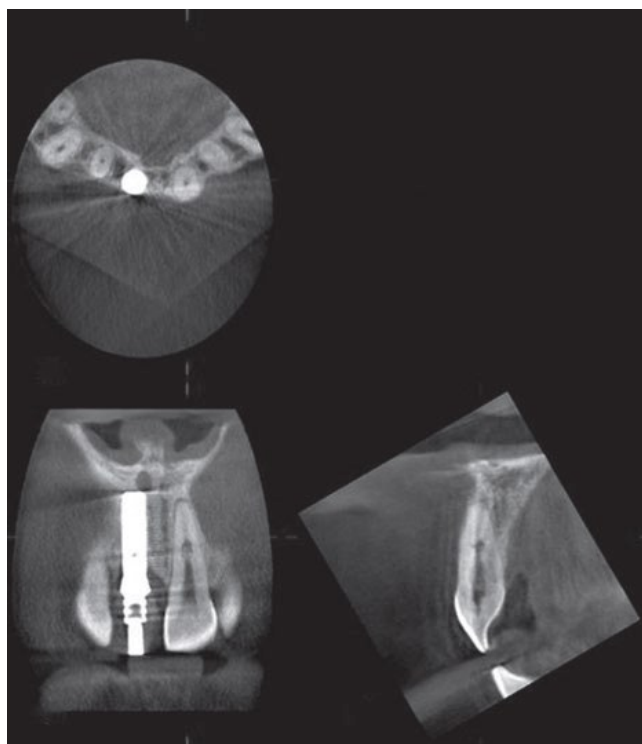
Radiografia efetuada com um CBCT. (Patel et al., 2009)
